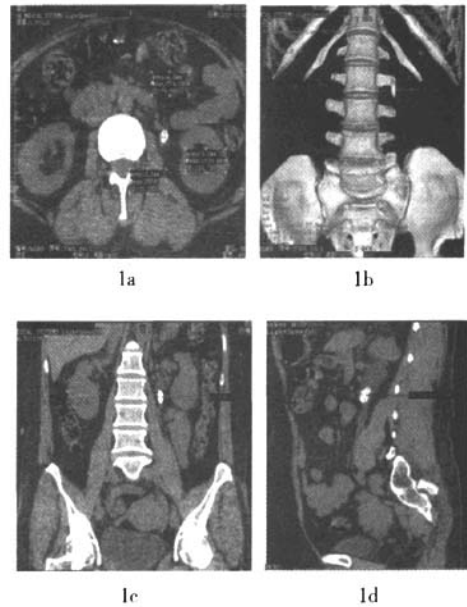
上尿路结石CT图像 患者男性，50岁，以急性腹绞痛入院，CT检查发现右肾上盏结石。图1a为原始平扫CT图像，测a、b、c 3个点位的CT值为774.5 HU、657.0 HU、1039.6 HU，平均为823.7 HU；图1b为容积再现技术图像，显示左上输尿管结石定位在第2腰左横空与第2~3椎间隙之间；图1c、1d为后处理的冠、矢状位图像，分别测出结石左右径为1.4 cm，前后径为1.5 cm，高为3.3 cm。
